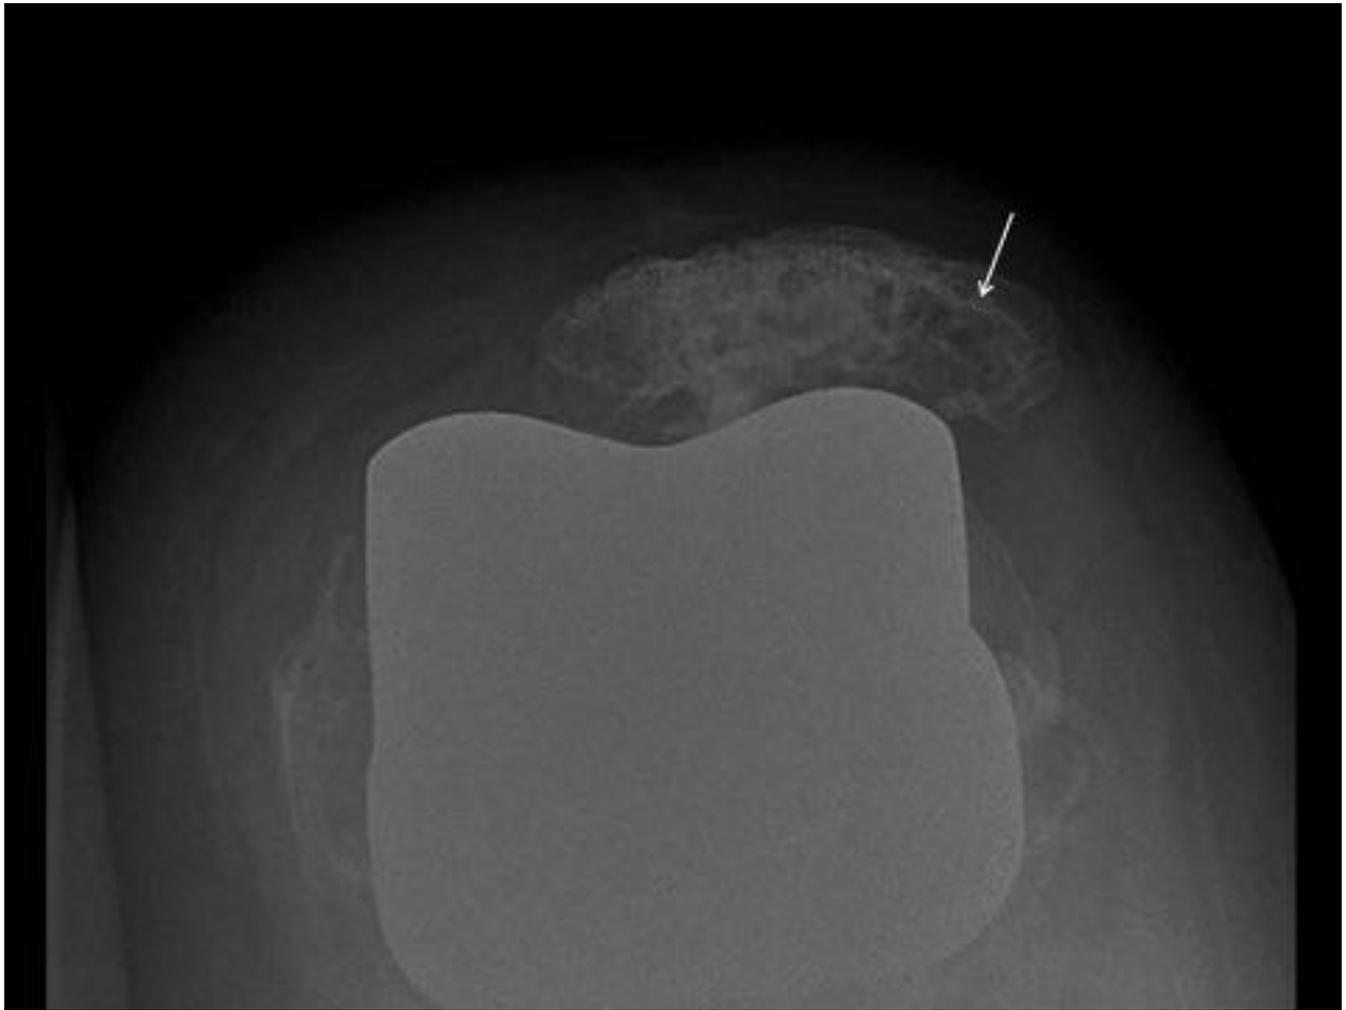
Osteolisis patelar. Mujer de 75 años, 12 años después de la prótesis total de rodilla. La radiografía axial muestra una osteolisis de la faceta lateral de la patela (flecha) después de realizar una cirugía para retirar el botón protésico patelar aflojado.
